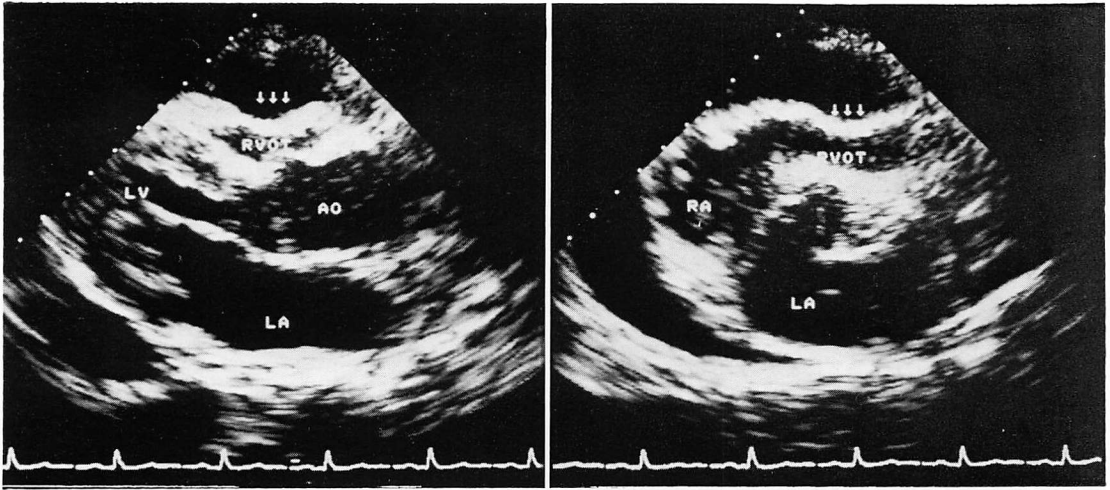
Two-dimensional echocardiograms of a patient with cardiac tamponade.
